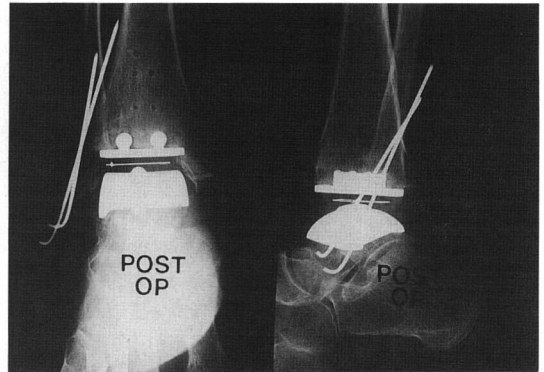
postoperative radiograph showing prosthesis of scandinavian total ankle replacement type.
